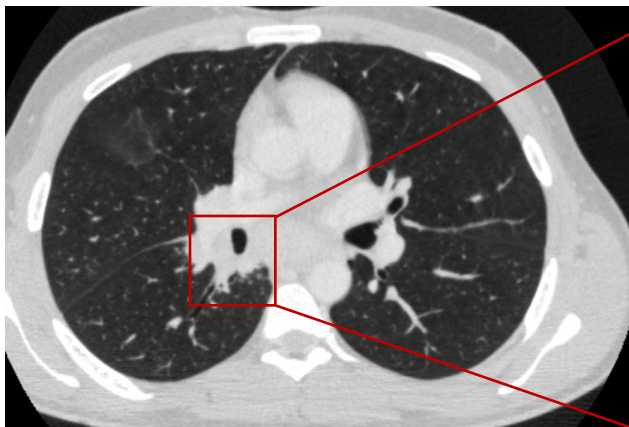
CT des Thorax vom 21.06.2018, 29-jähriger Patient, transversal im Lungenfenster
